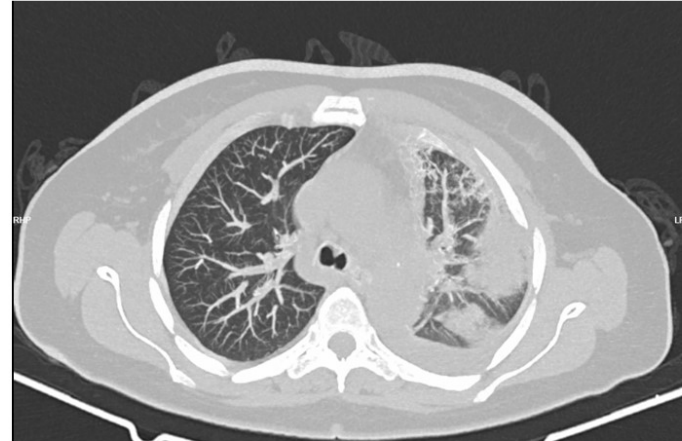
Tomografía Axial computada de Tórax donde se evidencia marcada consolidación pulmonar izquierda.
